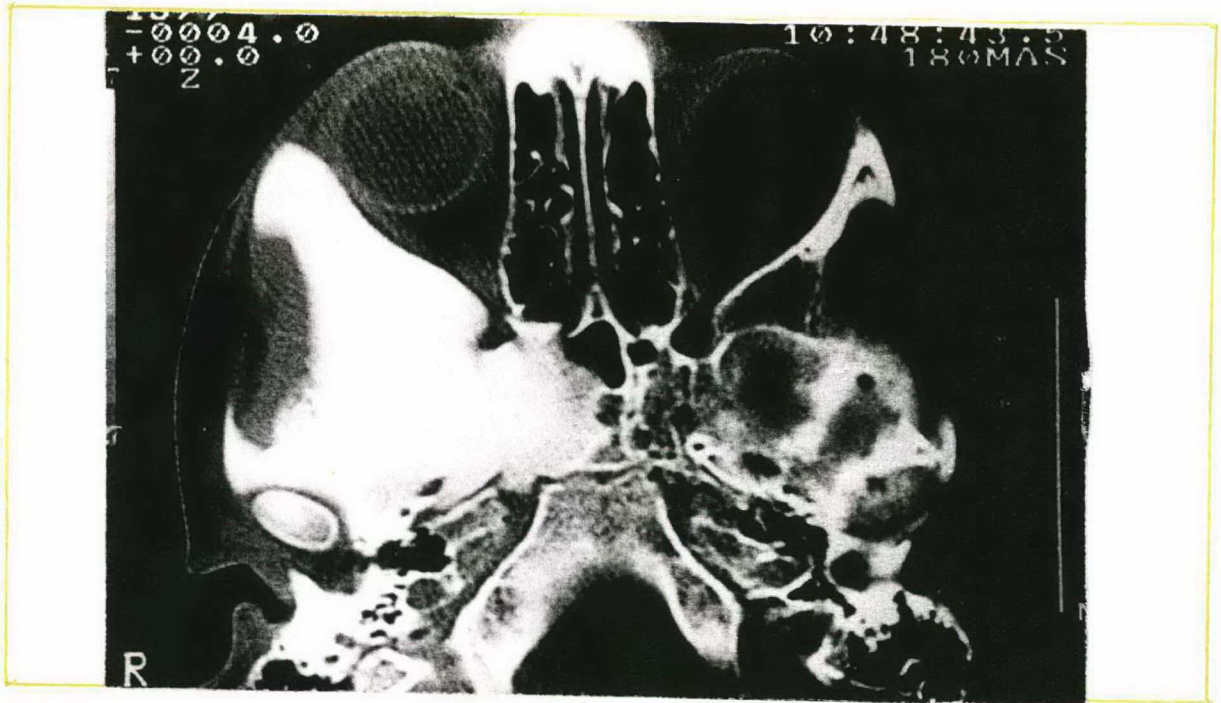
Tomografia Computadorizada em corte axial demonstrando envolvimento do seio maxilar direito e esfenóide. Aspecto esclerótico.
